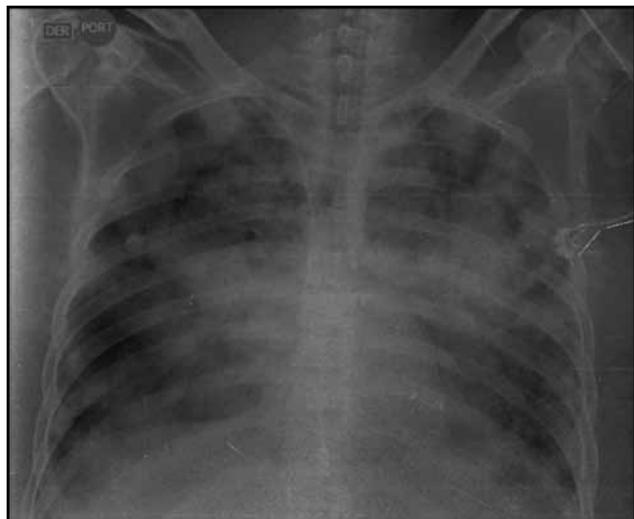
Radiografía de tórax: opacidades parenquimatosas sin broncograma aéreo en los cuatro cuadrantes con silueta cardiomedial normal.
